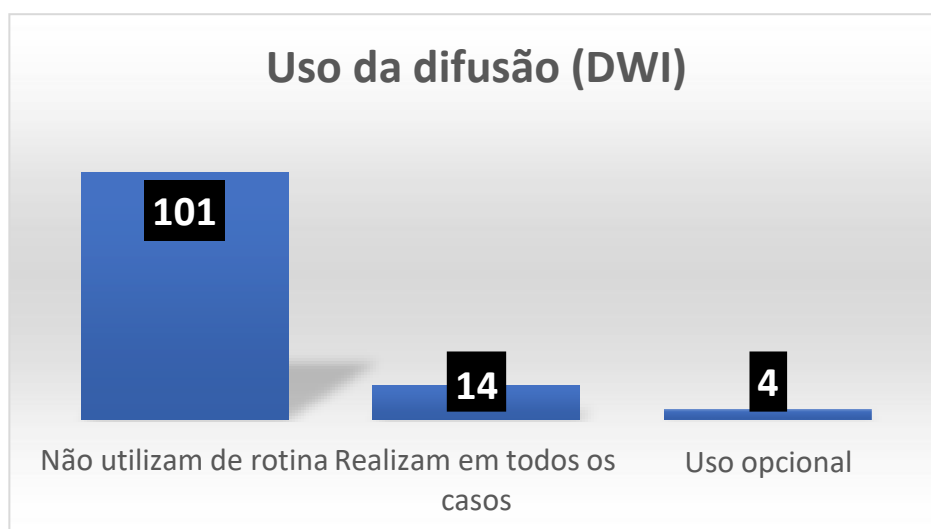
Gráfico demonstrando o uso da sequência de difusão (DWI) nos trabalhos incluídos.
